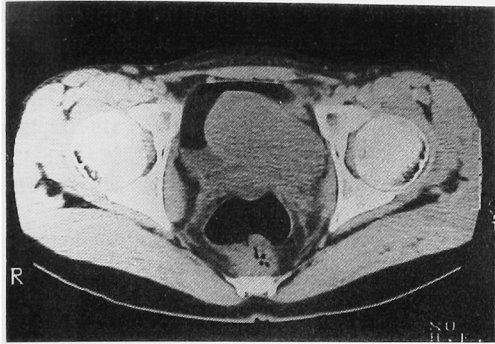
CT scan of the bladder, demonstrating a cystic mass on the left lateral and posterior wall. The mass is obstructing the vesical outlet.
